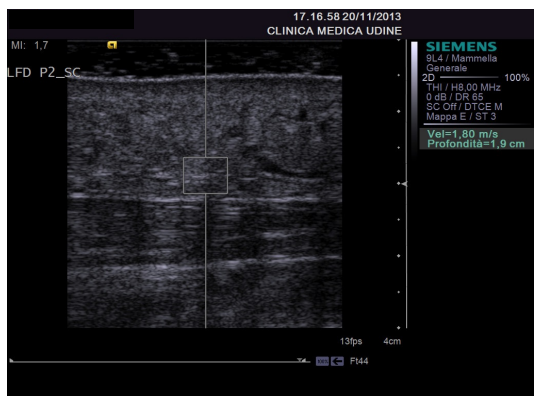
Arto linfedematoso: ecografia con compressione
